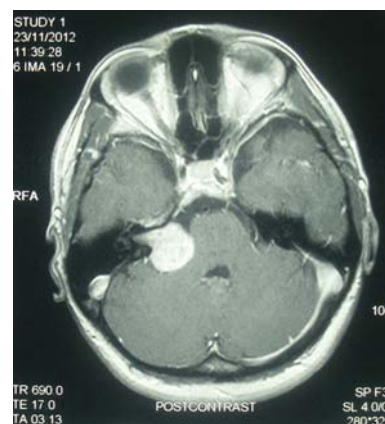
МРТ. Вестибулярная шваннома, без компрессии ствола (цистернальная стадия). Размер опухоли <2 см
